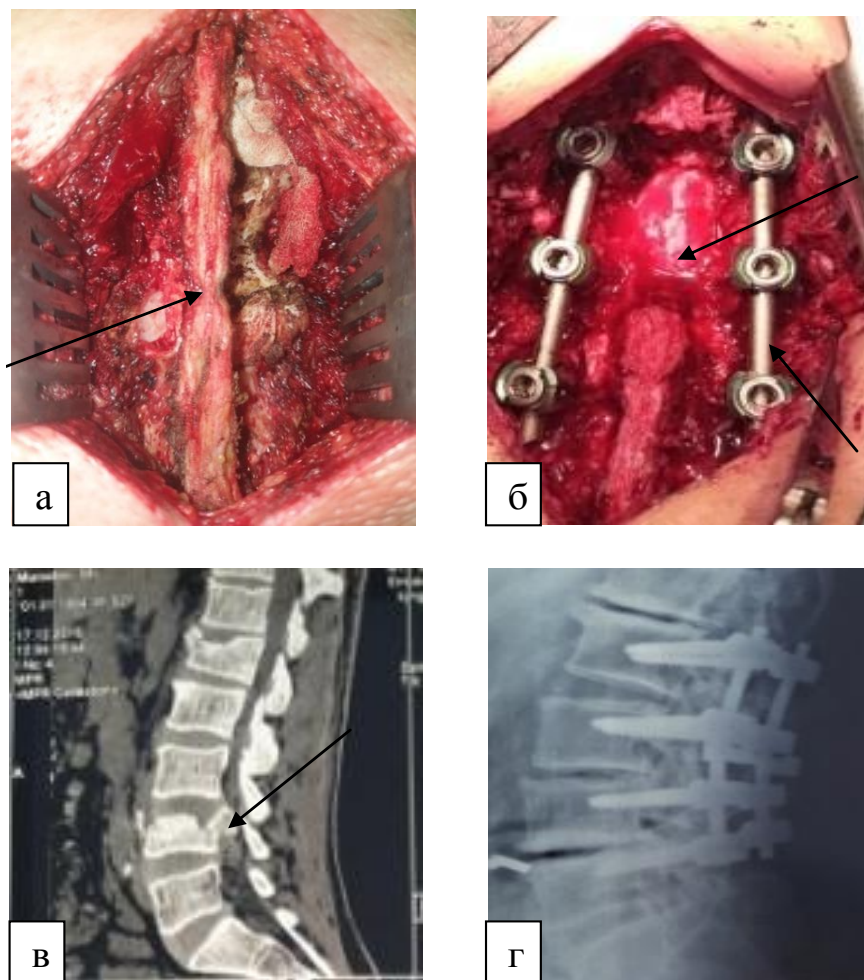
а – перелом остистого отростка позвонка L4; б – после выполнения заднего спондилодеза транспедикулярной фиксацией; в – КТ в сагиттальной проекции больного с осложненным нестабильным переломом позвонка L4 со смещением костных отломков кзади; г – боковая рентгенограмма поясничного отдела позвоночника после операции, видны фиксирующие системы и восстановленная ось позвоночника в поясничном отделе.
